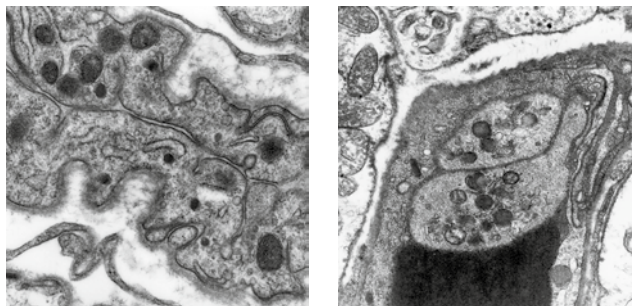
Ультраструктура МС правого предсердия на этапе реперфузии после хирургической коррекции ВПС в условиях ИК в режиме углубленной (25 °С) гипотермии и защиты миокарда с помощью ФХП. Просвет МС обтурирован смешанным тромбом. Ув. × 13 200.
